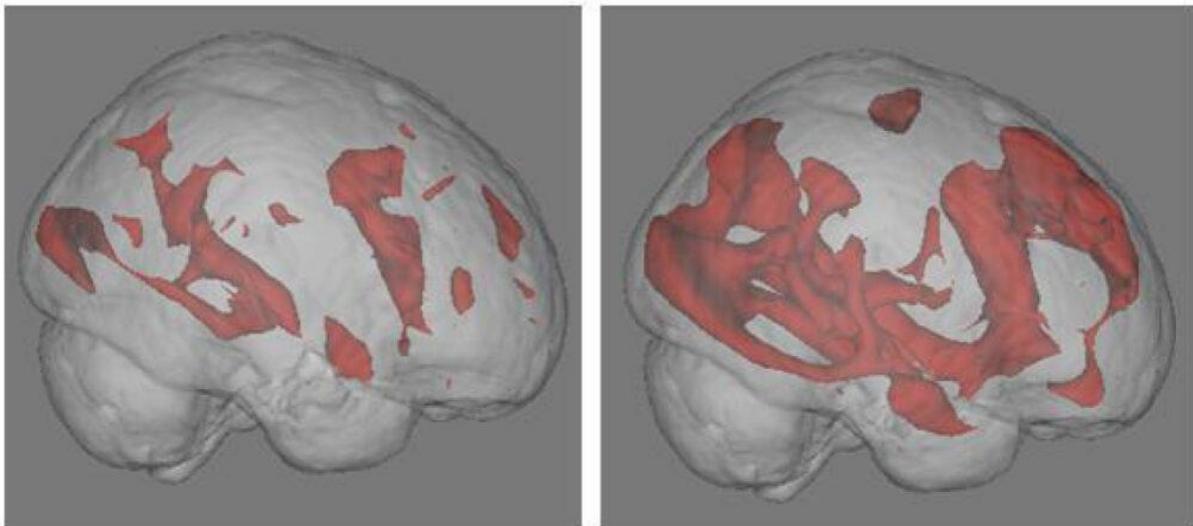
L'image d'IRM fonctionnelle du cerveau de gauche montre l'activité cérébrale lors de la lecture d'un livre ; l'image de droite montre l'activité lors d'une recherche sur Internet (UCLA Health Sciences Media Relations).
